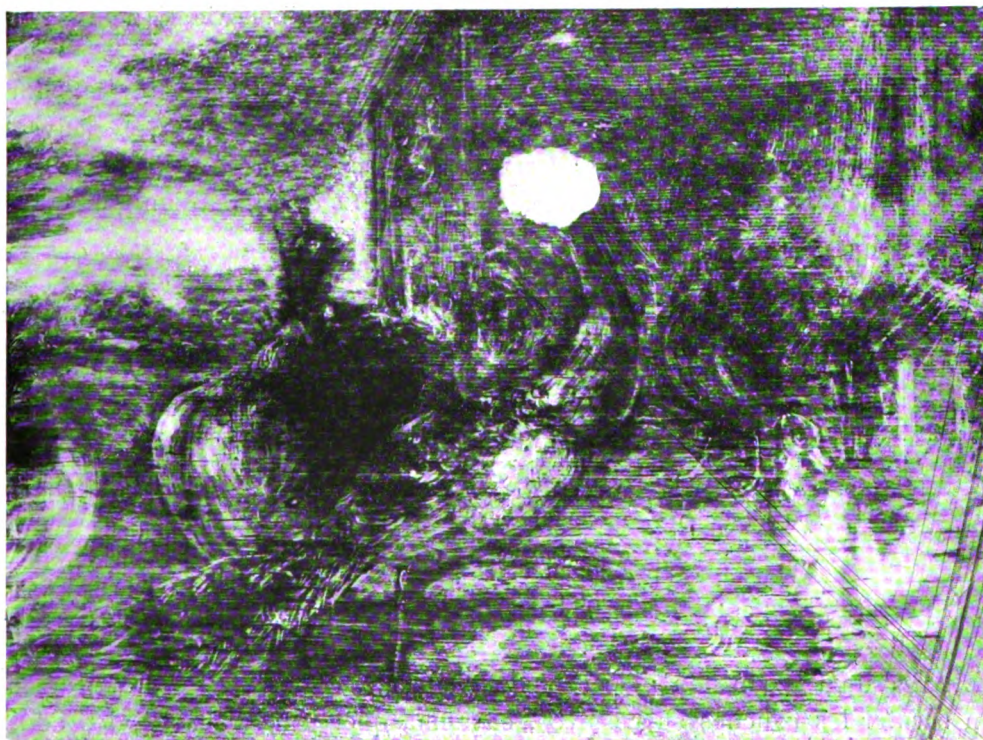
Radiographie du tableau. — Les personnages ont disparu (on devine seulement la tête de la femme, au centre de l'image). Les couleurs très transparentes de ce tableau laissent apparaître des animaux (2 paons, 2 canards et 2 poules) appartenant à un tableau probablement ancien, en raison de la netteté de ses contours. Le cachet de cire rouge, très opaque aux rayons, a fait une tache blanche sur l'épreuve, masquant la tête de l'un des paons.
